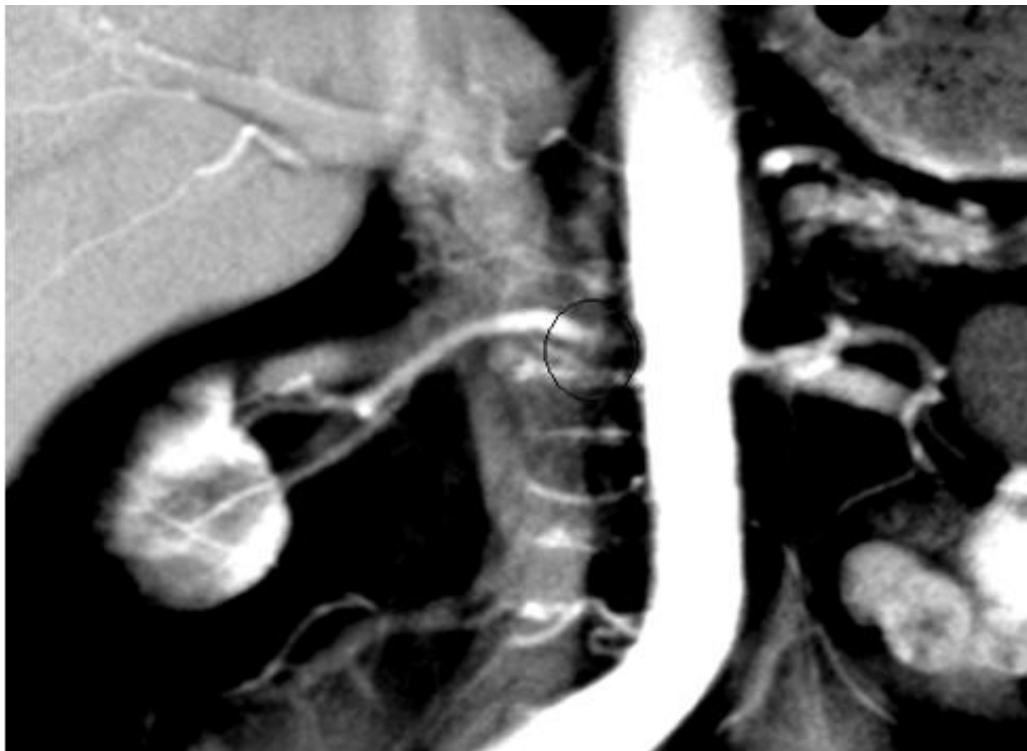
КТ-ангіографія, критичний стеноз правої ниркової артерії.
